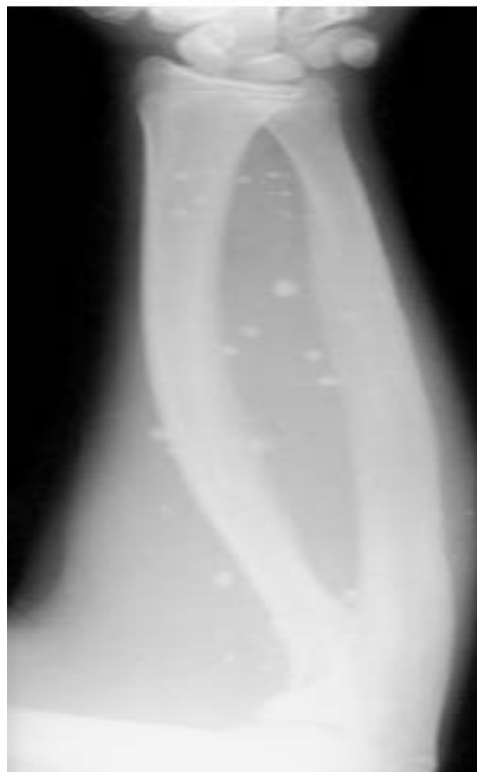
Hémangiome étendu de l'avant-bras chez un adolescent mâle. Radiographie simple. Notez la présence de phlébolithes multiples.(150)
